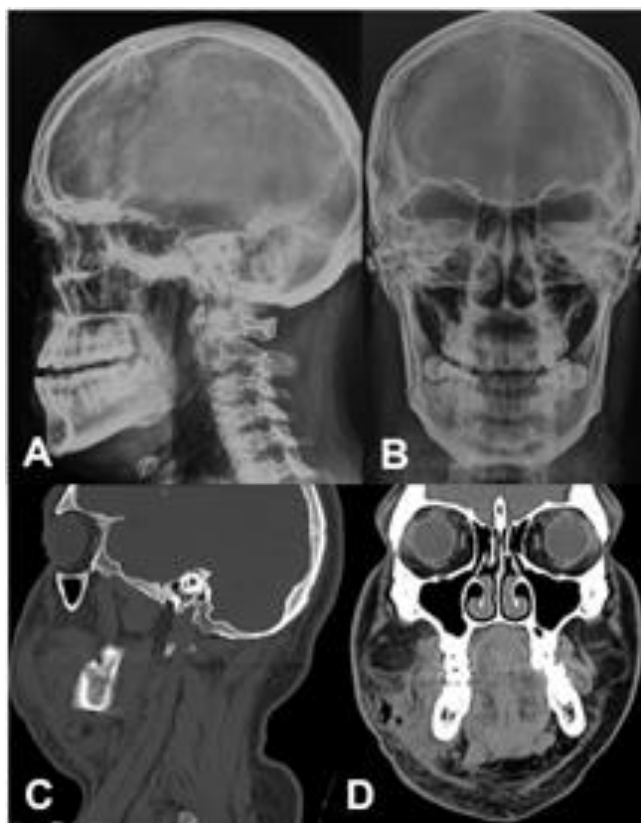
Estudios de imagen. A) Radiografía lateral de cráneo, se observa línea radiolúcida en ángulo mandibular con presencia de tercer molar inferior. B) Radiografía PA de cráneo, en donde presenta trazo de fractura de lado derecho de la mandíbula. C) Tomografía computarizada (TC) simple en corte sagital se observa solución de continuidad en la misma región. D) TC simple en corte coronal, se observan hipodensidades correspondiente a gas en el espacio bucal derecho.
